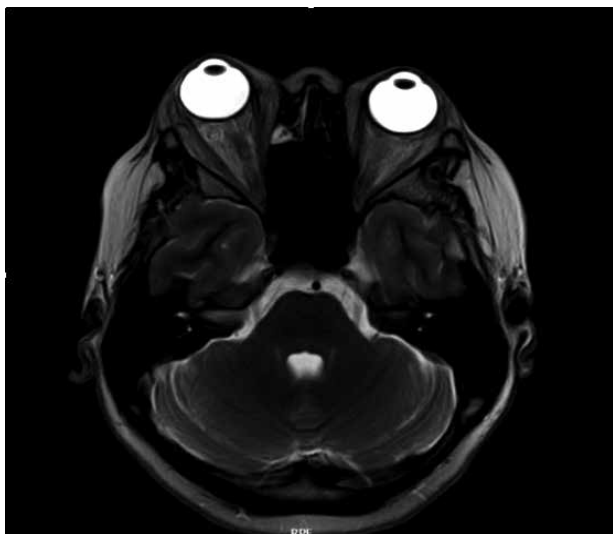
RM de órbita con contraste con Gadolinio: Proptosis de globo ocular derecho de 2.5 cm de distancia desde la línea intercigomática al borde corneal, se observa la grasa intraconal y extraconal en su tercio anterior heterogénea, estriada con realce tras el contraste.
